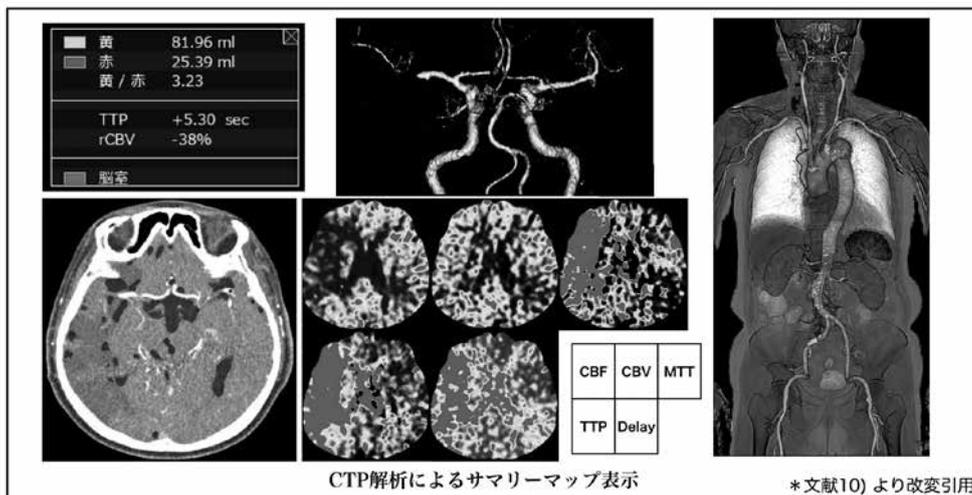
CT-perfusionによる領域推定及び治療支援画像
